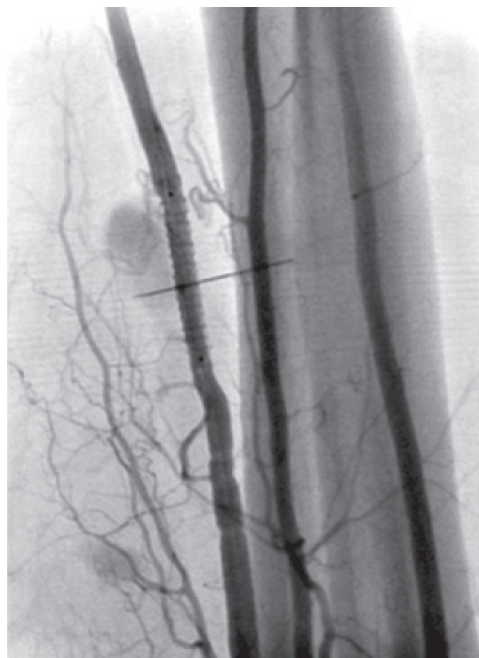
Тот же пациент. Контрольная рентгеноконтрастная ангиография. Целостность задней большеберцовой артерии восстановлена, АВФ устранена
